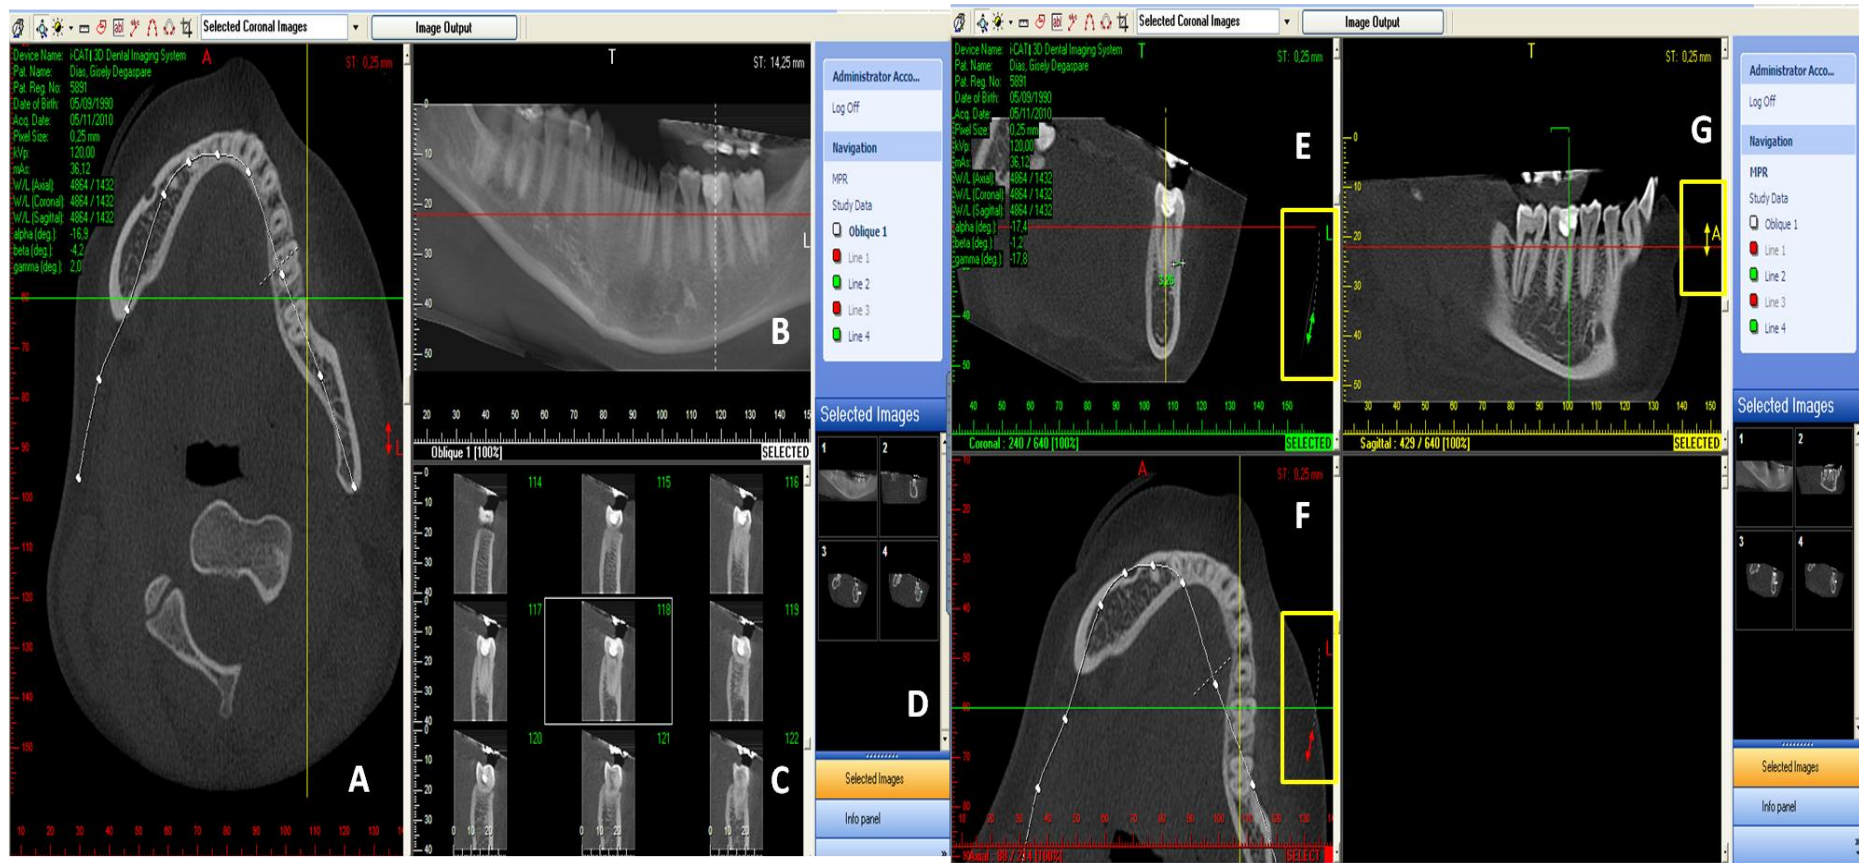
Imagem inicial adquirida nos dados da tomografia do paciente. A e F- cortes axiais; B- imagem panorâmica; C- cortes oblíquos; D- imagens selecionadas para uma pasta temporária para posterior impressão; E- corte coronal; G- corte sagital. A linha vermelha presente nas imagens B, E e G representa a região que aparece o corte axial (A); a linha tracejada presente na imagem panorâmica (B) representa a altura que os cortes oblíquos (C) aparecem na imagem; a linha amarela nas imagens A, E e F representa a região que aparece o corte sagital; a linha verde presente nas imagens A, F e G representa a região que aparece o corte coronal.
